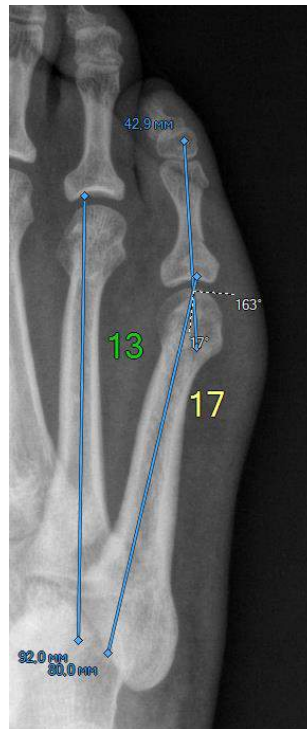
Фотовідбиток рентгенограми переднього відділу стопи з ілюстрацією кутів M5P5 та M4M5.
